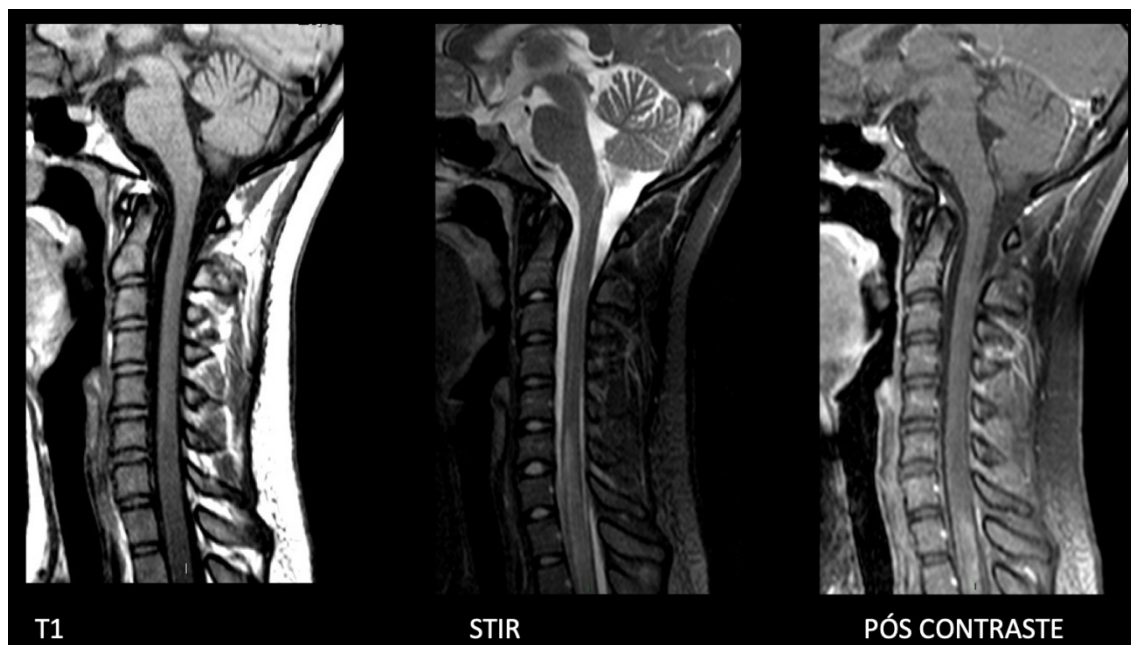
RM de coluna cervical evidenciando extensa área de alteração de sinal na medula espinhal, a partir de C6, com impregnação ao agente paramagnético.
